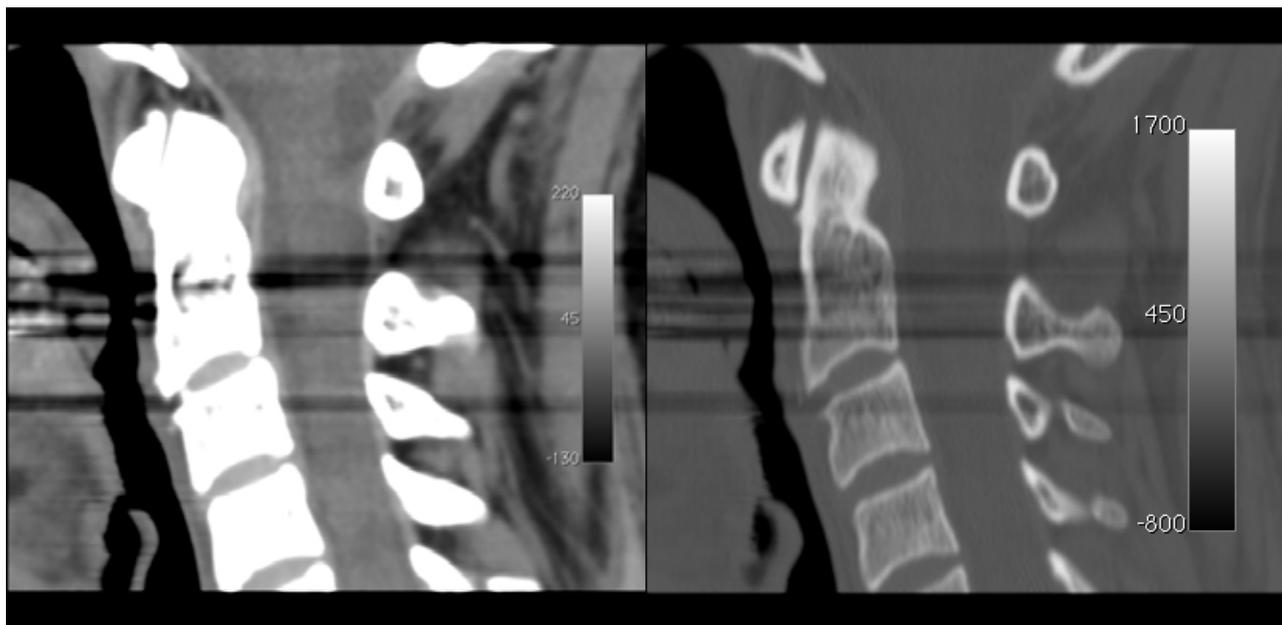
TC revelando erosão quase total da calcificação prevertebral.
